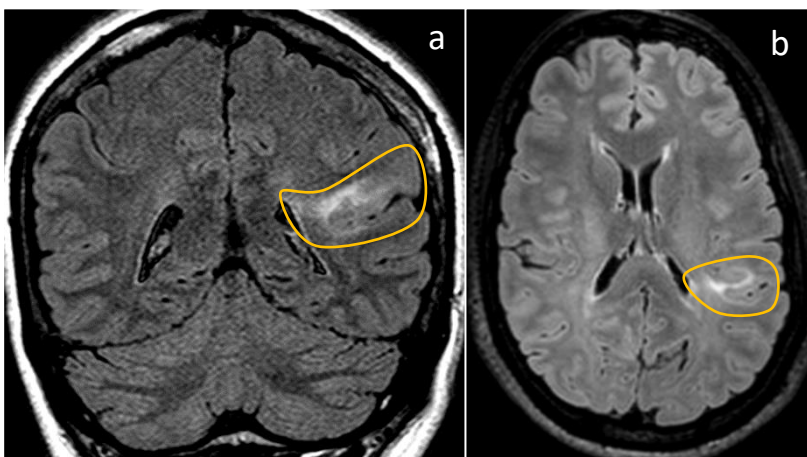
(a) Imagem de RM, T2/FLAIR, corte coronal (b) Imagem de RM, T2/FLAIR, corte axial. Delineação amarela- hiperintensidade da SB subcortical que se estende desde o córtex cerebral até ao ventrículo lateral, à esquerda, esboçando o sinal transmântico, mais evidente em (a).
